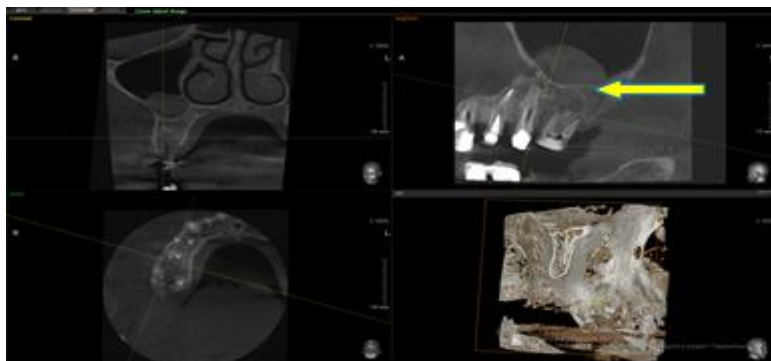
Рентгенологічні ознаки хронічного гранулюючого періодонтиту зуба 2.6. Ділянка деструкції кісткової тканини навколо верхівки медіального кореня з нечіткими межами. Зміни у вигляді потовщення епітелію гайморової пазухи над ділянкою запалення
